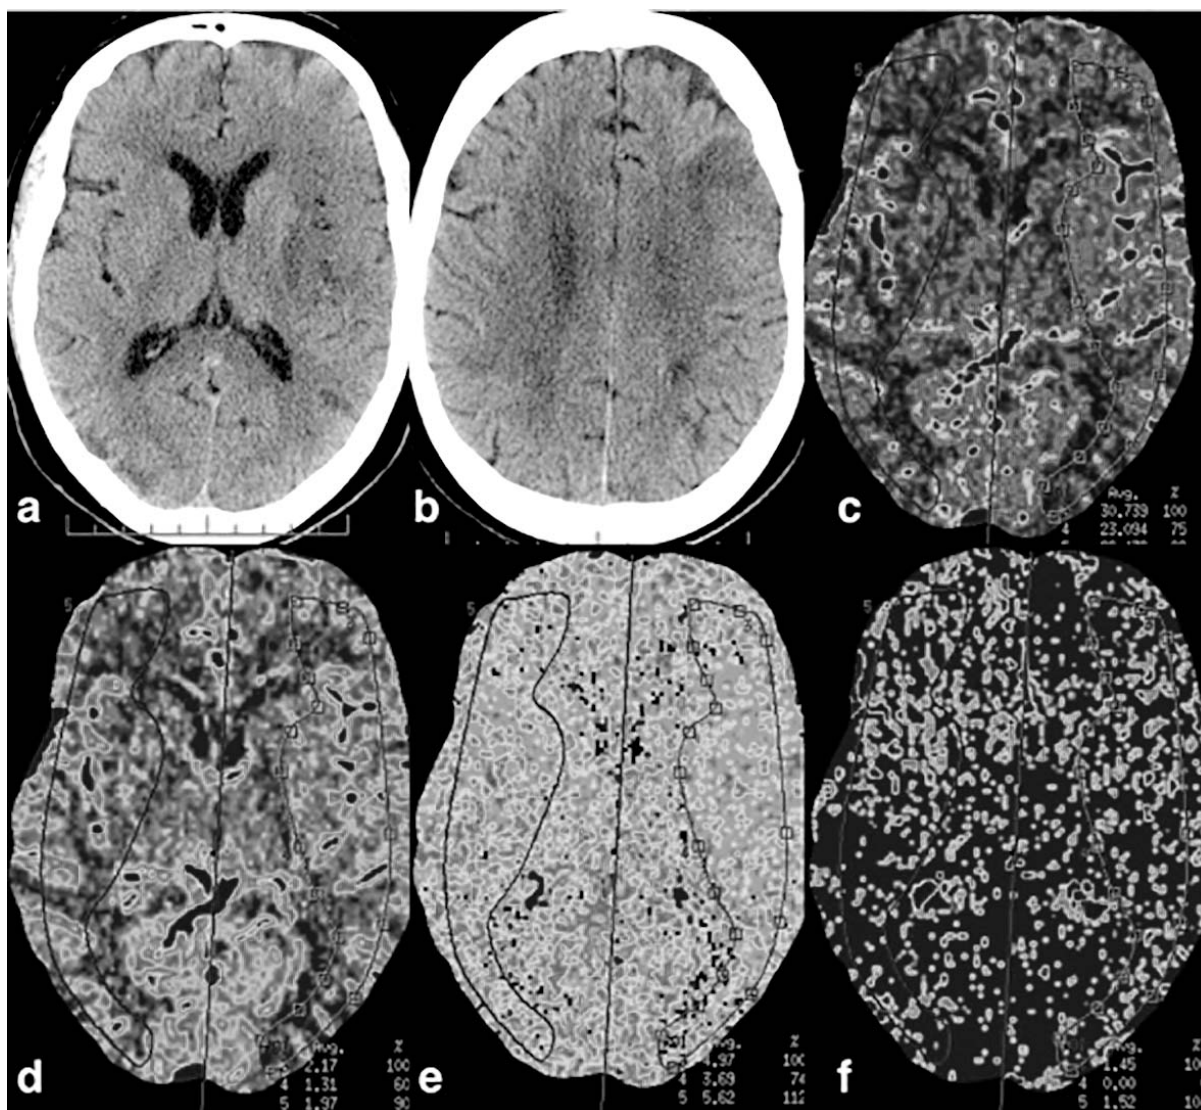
CT non-contrast (a, b) și Perfuție CT de control peste 4 zile – reperfuție subtotală a focarului ischemic, c - fluxul cerebral sangvin, d - volumul cerebral sangvin, e – timpul mediu de tranzit, c - permeabilitatea barierei hemato-encefalice.
